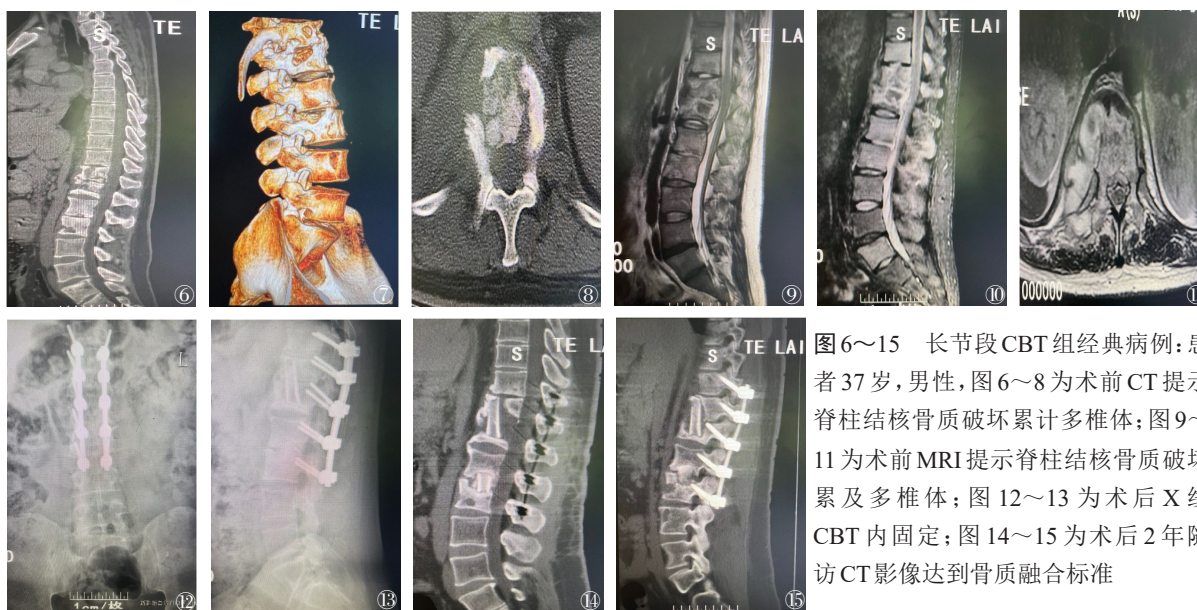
~15 长节段CBT组经典病例:患者37岁,男性,图6~8为术前CT提示脊柱结核骨质破坏累计多椎体;图9~11为术前MRI提示脊柱结核骨质破坏累及多椎体;图12~13为术后X线CBT内固定;图14~15为术后2年随访CT影像达到骨质融合标准
